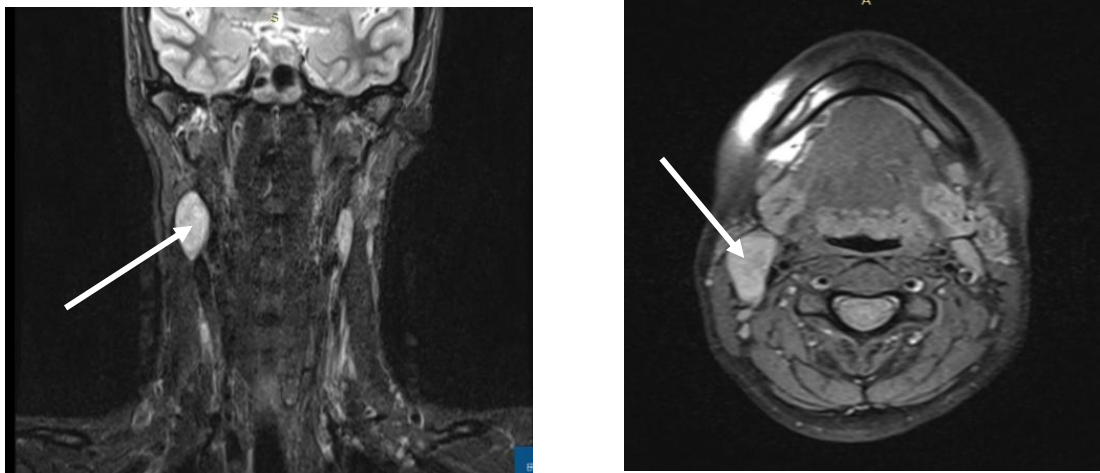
Боковая киста шеи (МРТ)
